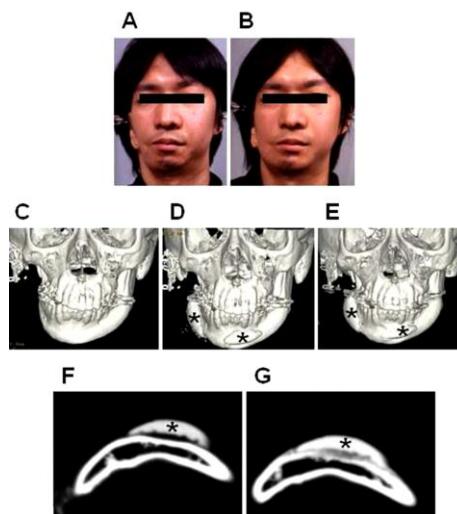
A y B, paciente con deformidad facial antes y después de la cirugía, C, D y E modelado del implante, F TC postoperatoria y G TC 6 meses después de la cirugía.²⁵ⁱ
